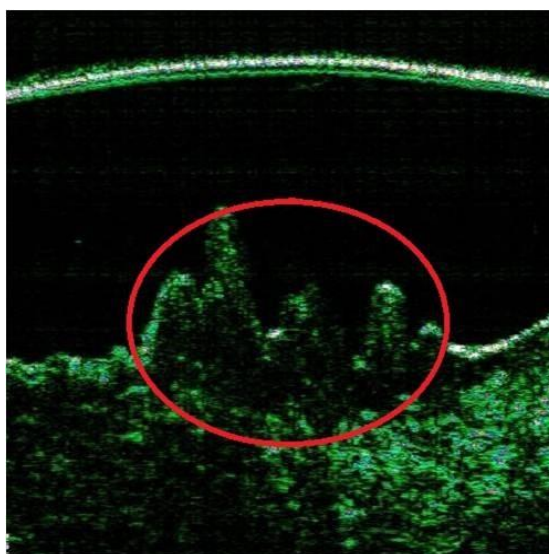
Сканограмма ВЧ УЗИ кожи вульвы у пациентки В. (22 МГц)
